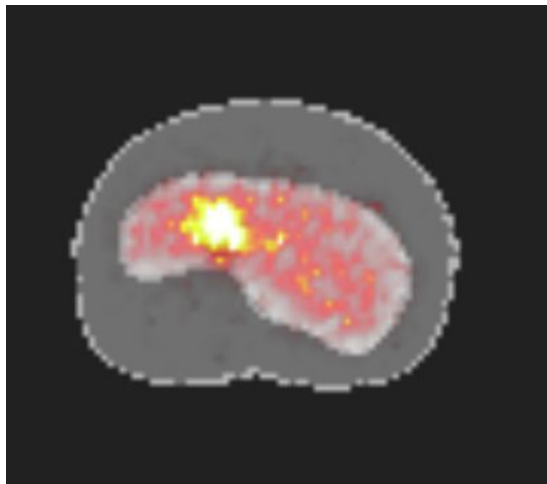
Visualisation d’une coupe transversale des images CT du dispositif expérimental, fusionnée avec les valeurs d’activités cumulées.
